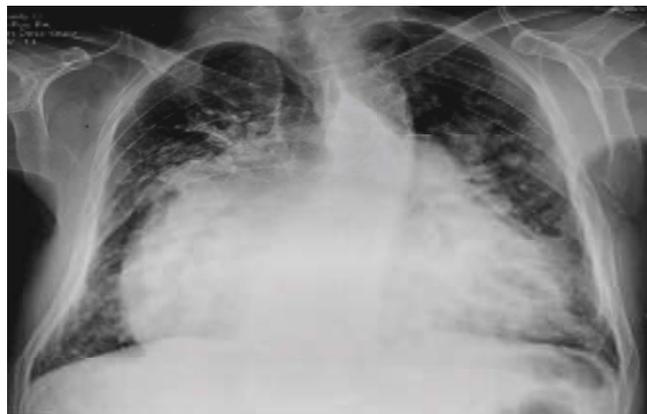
Radiografía de tórax PA: Partes óseas y blandas conservadas, ángulos costofrénicos libres, cardiomegalia severa IV/IV – ICT 0.70, campos pulmonares con infiltrado reticulointersticial micronodular parahiliar y datos compatibles con fibrosis pulmonar. Fuente: Resultados del estudio.
